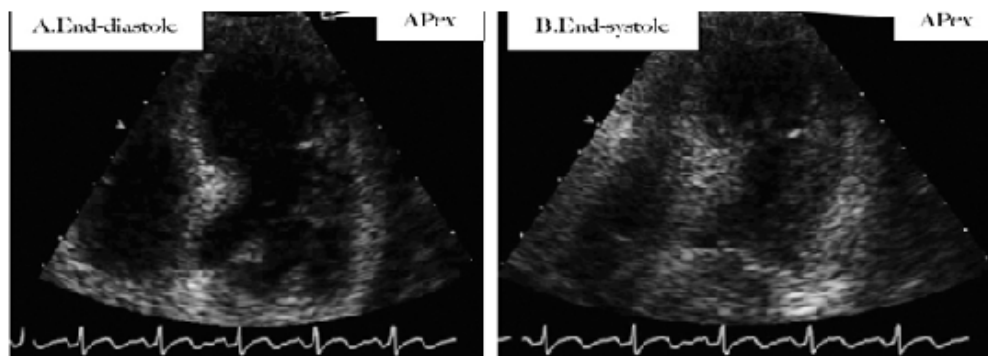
A e B: o ecocardiograma revelou asinesia apical durante a fase final da sístole em admissão (LIN et al., 2009).
